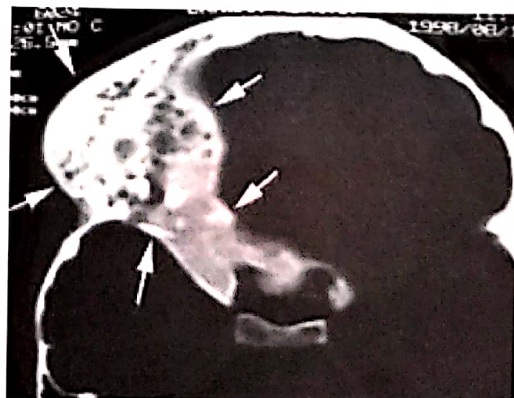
D.A., 11 ani. Displazie fibroasă. CT axial, fereastră de os. Tumoră osoasă fronto-orbitală, hiperdensă, delimitată, neomogenă.
